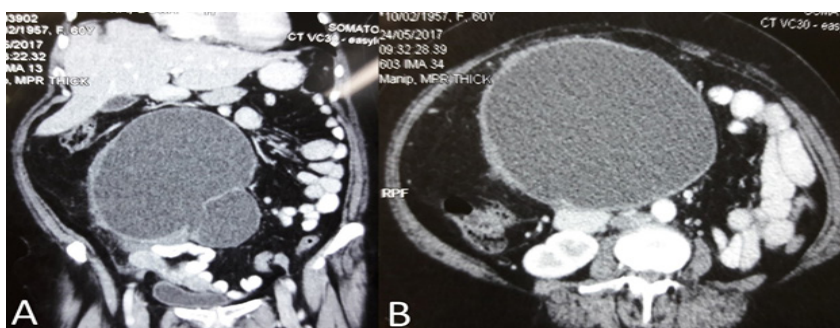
A. Tumoración quística tabicada que compromete tejido anexial derecho, imagen coronal por Tomografía Espiral Multicorte con contraste. B. Tumoración quística de bordes definidos y con presencia de tejido heterogéneo en su interior, imagen transversal por Tomografía Espiral Multicorte con contraste.
